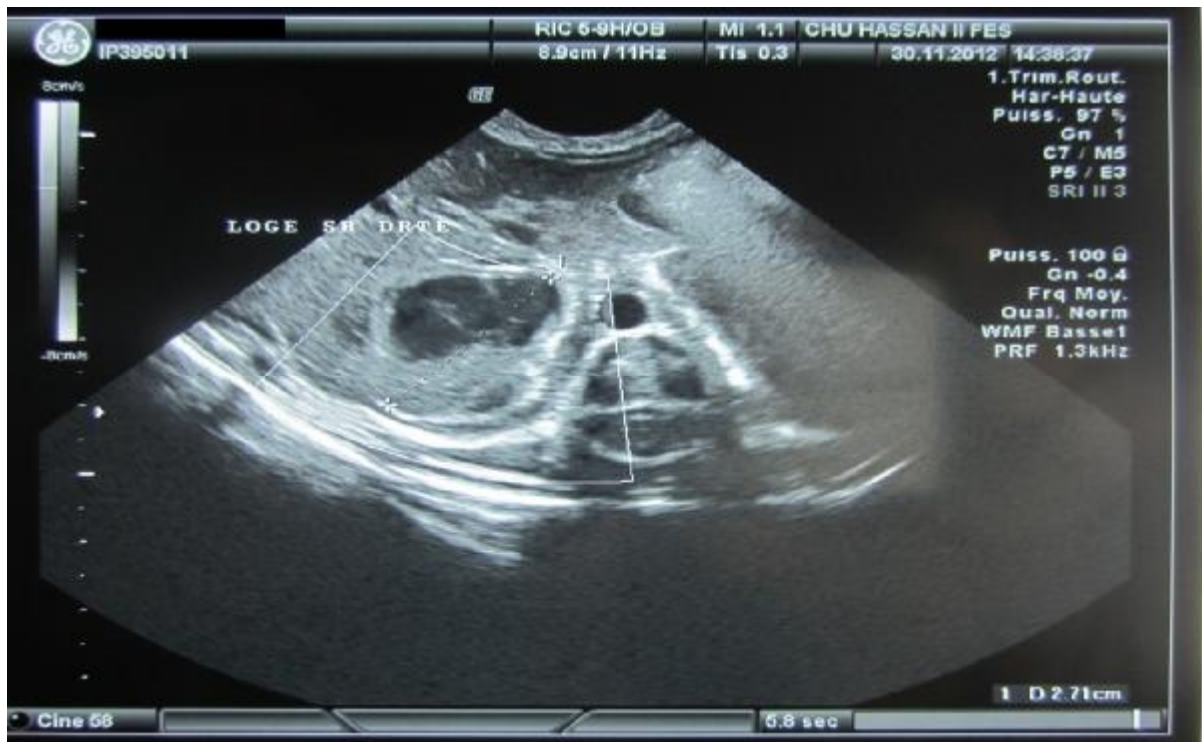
échographie abdominal : Hématome surrénalien droit.
